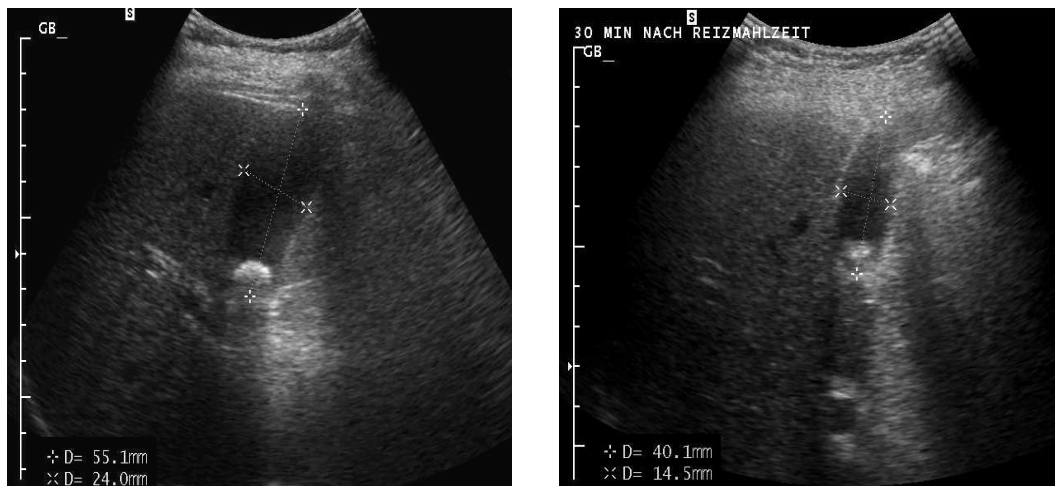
Funktionssonografie; links Nüchternaufnahme, rechts teilentleerte Gallenblase nach Reizmahlzeit.
